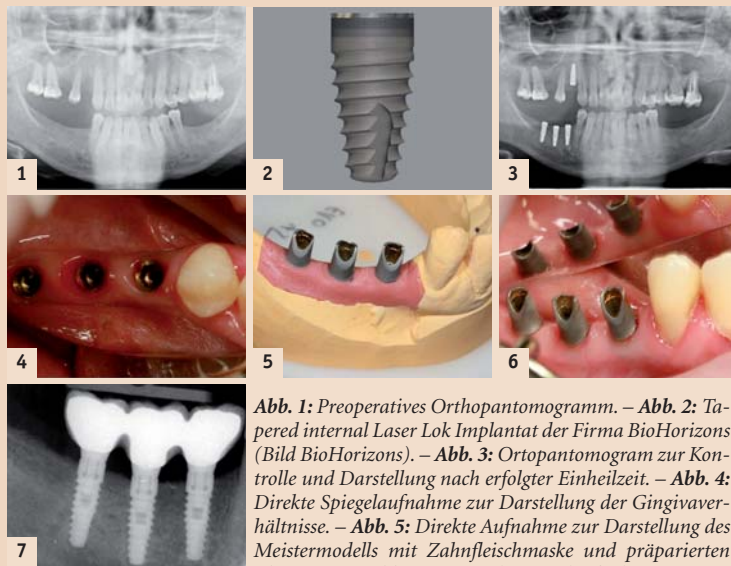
Preoperatives Orthopantomogramm. – Abb. 2: Tapered internal Laser Lok Implantat der Firma BioHorizons (Bild BioHorizons). – Abb. 3: Orthopantomogram zur Kontrolle und Darstellung nach erfolgter Einheilzeit. – Abb. 4: Direkte Spiegelaufnahme zur Darstellung der Gingivaverhältnisse. – Abb. 5: Direkte Aufnahme zur Darstellung des Meistermodells mit Zahnfleischmaske und präparierten Abutments. – Abb. 6: Intraorale Spiegelaufnahme zur Darstellung der Abutments in situ vor dem okklusalen Verschluss. – Abb. 7: Intraorale Röntgenaufnahme zur Kontrolle des Sitzes der implantatgetragenen Suprakonstruktion.
